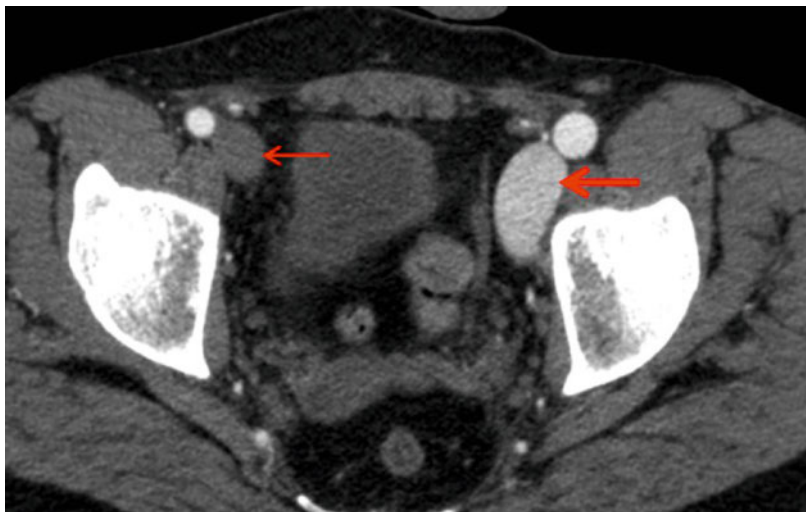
Image CT: fistule artério-veineuse fémorale gauche: retour veineux fémoral précoce au membre inférieur gauche (flèche épaisse) par rapport au côté droit (flèche fine). A noter aussi la différence de diamètre des artères fémorales communes adjacentes: artère plus développée au membre inférieur gauche en raison de la fistule.
